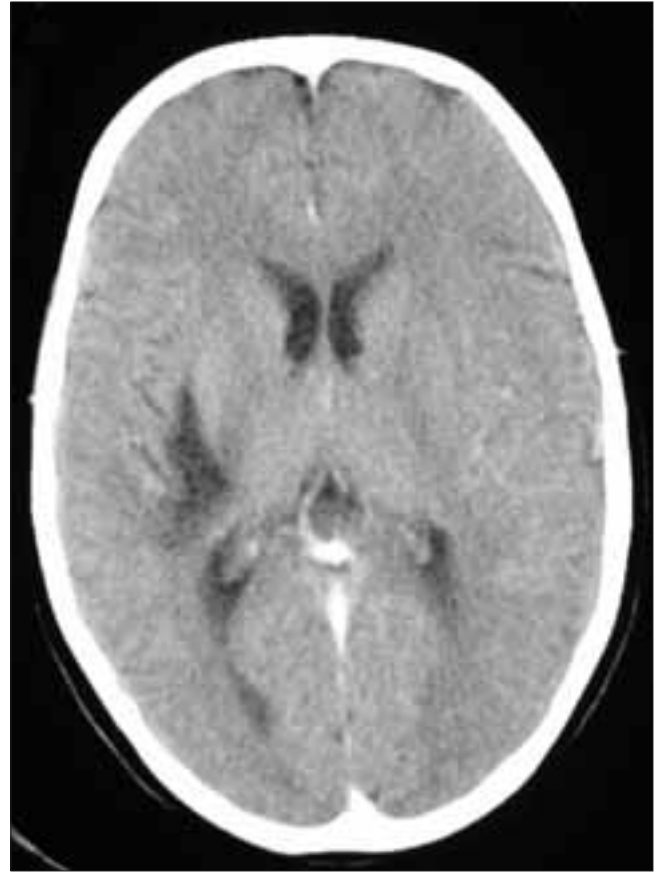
Caso 1. TAC con contraste, aproximadamente un mes después del inicial. Se aprecia una importante reducción de la lesión, aunque persiste el área de hipodensidad profunda. El efecto de masa ahora no se aprecia.
